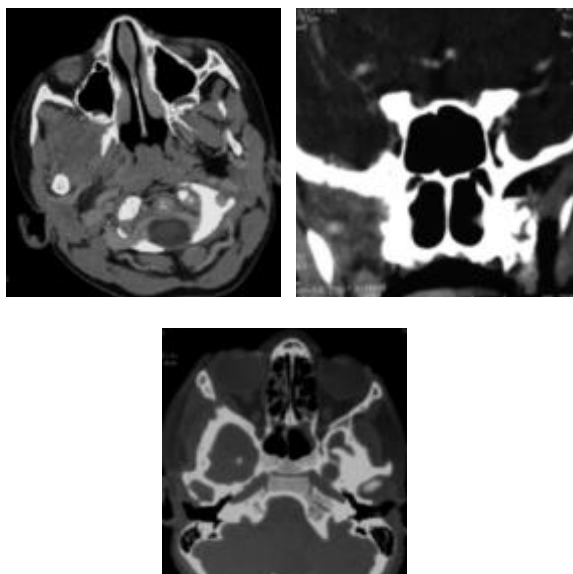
TDM du massif facial:
